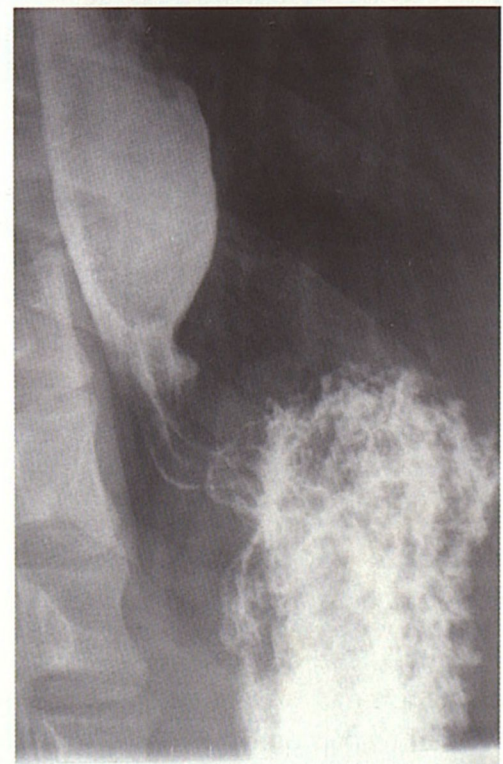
Контрольное рентгеноскопическое исследование пищевода с контрастным веществом на 5-е сутки после операции
